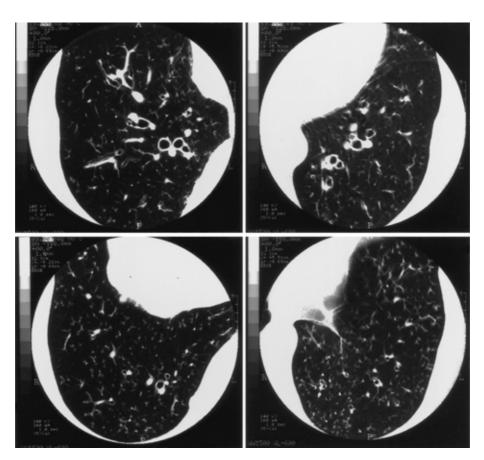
High-resolution computed tomography of the chest demonstrating a diffuse increased density in centrilobular lesions, and bronchiectasis in the lower lung.
